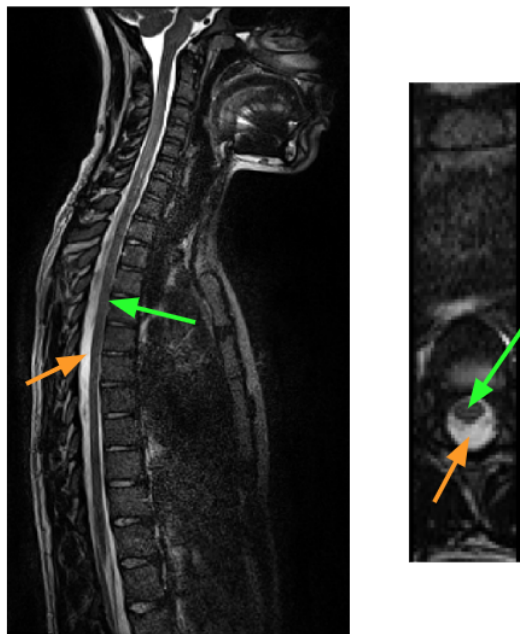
Exemple d’une image IRM de la moelle épinière avec un contraste pondéré en T2. De gauche à droite : coupe sagittale, coupe axiale. La moelle épinière est mise en évidence par une flèche verte, le LCS est mis en évidence par une flèche orange.
